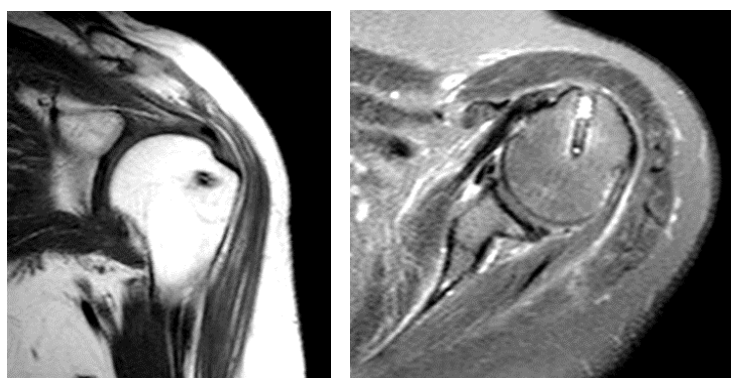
Пациентка М., МРТ после операции
